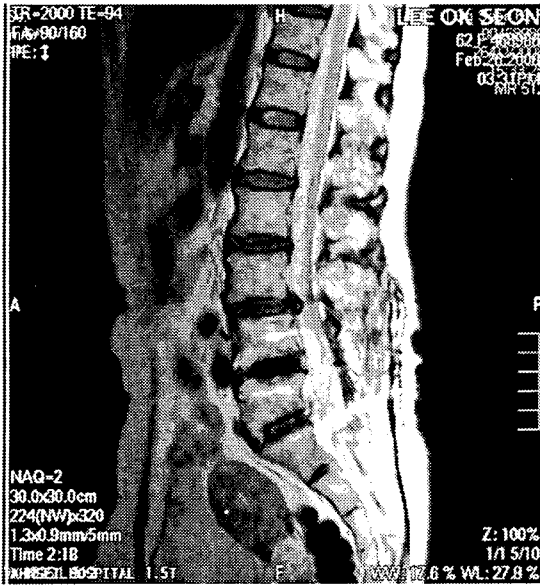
L-spine MRI (2008. 02. 26)
